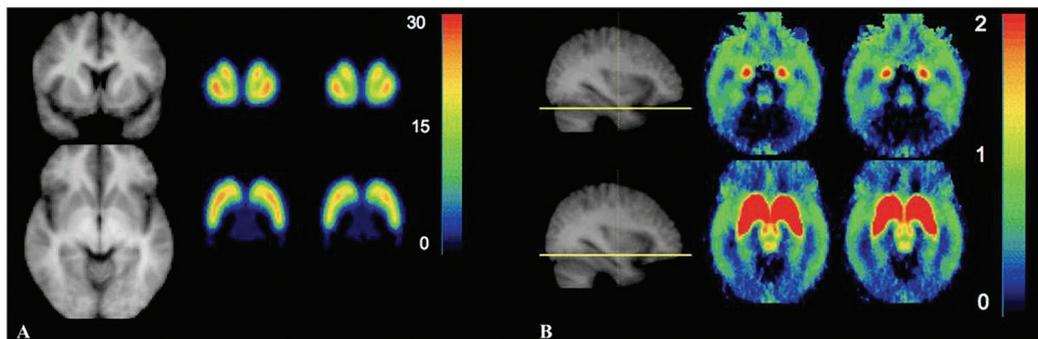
Позитронно-эмиссионная компьютерная томограмма головного мозга с радиофармпрепаратом ^{18}F -фаллипридом. А — исследование при посредстве радионуклидной диагностики дофаминергической активности в покое. Б — на фоне введения агониста дофамина
